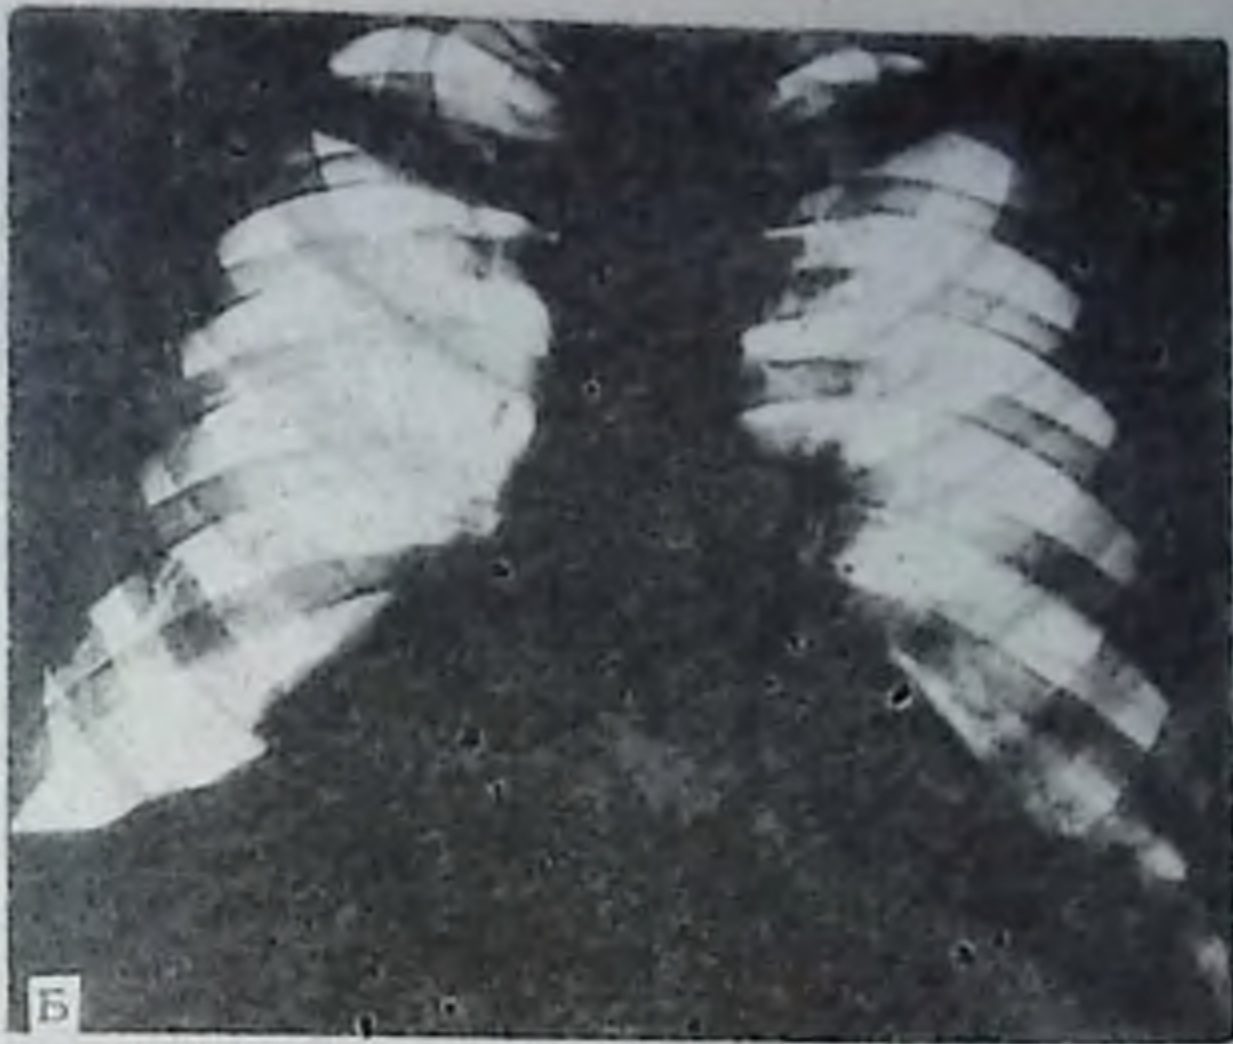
Рентгенограмма грудной клетки в прямой проекции: А — справа повышенная прозрачность с поджатием легкого. Спонтанный пневмоторакс; Б — справа перелом IV, V, VI ребер с повышением прозрачности и поджатием легкого. В реберно-диафрагмальном синусе жидкость с горизонтальным уровнем. Посттравматический гидропневмоторакс; В — в верхненаружных отделах легких повышенная прозрачность с поджатием легких. Видны края поджатого легкого и каверны. Искусственный пневмоторакс.
